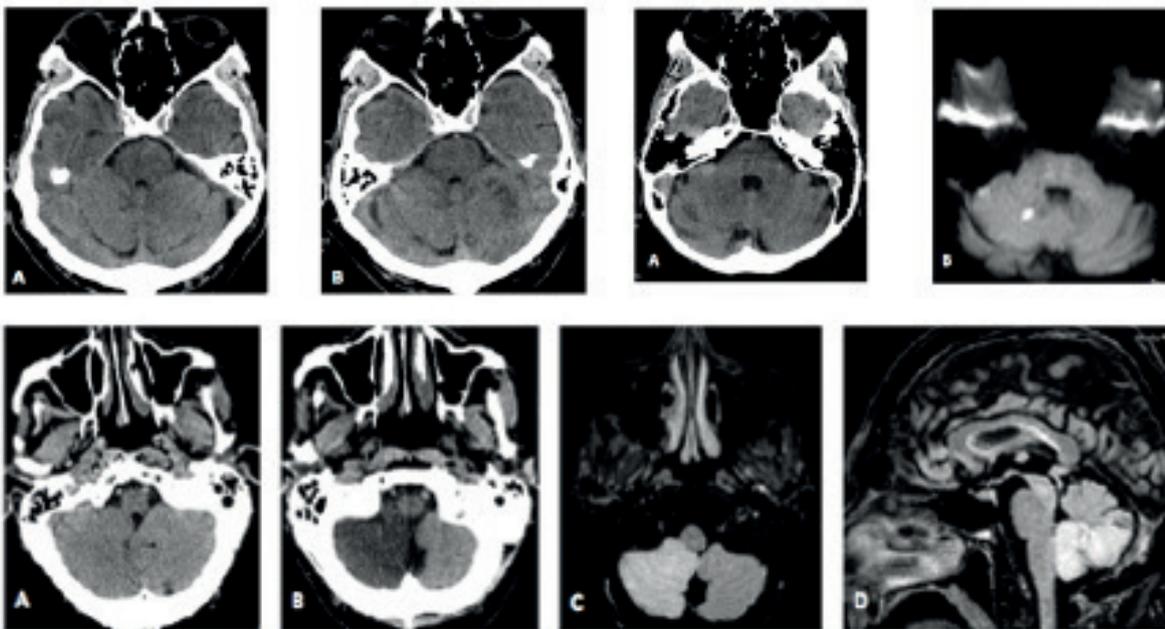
Vertigine acuta A Esame TC basale all'ingresso in PS B Esame TC basale a 24 ore dall'ingresso in PS con comparsa di area ipodensa di significato vascolare ischemico acuta a livello dell'emisfero cerebellare sinistro.
